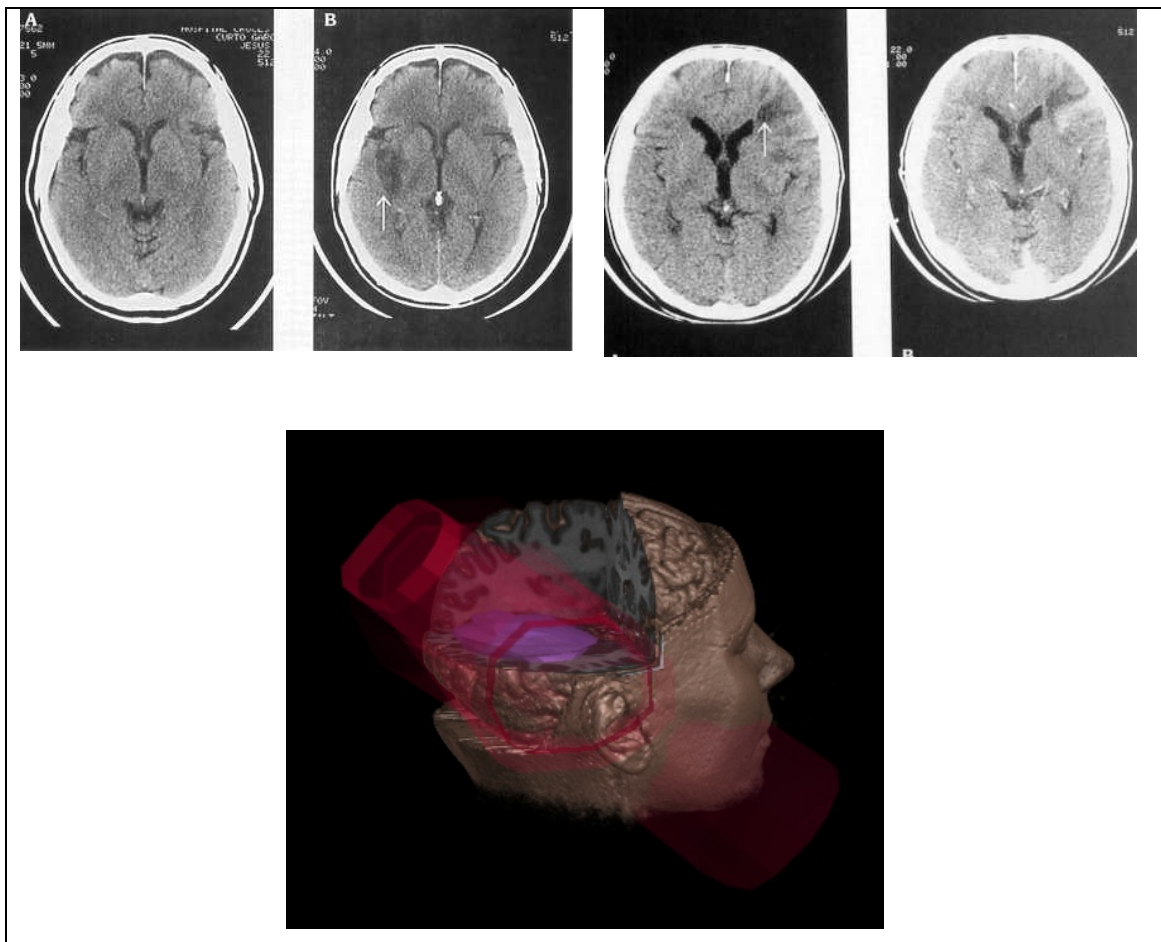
Representación de información: Imágenes de TAC (arriba) y reconstrucción 3D a partir de esas imágenes (abajo)
